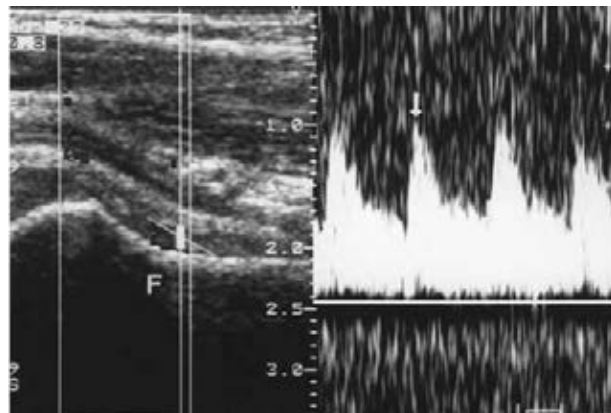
Doppler de onda pulsada con la que se obtiene una onda que mide en forma objetiva el flujo en la arteria cervical ascendente anterior, con la cadera en neutro se observa flujo máximo.
